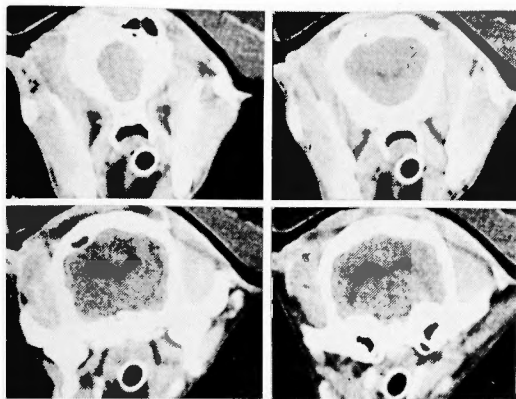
CT scan in the same case in Figure 4 showed severe ventricular dilatation.
